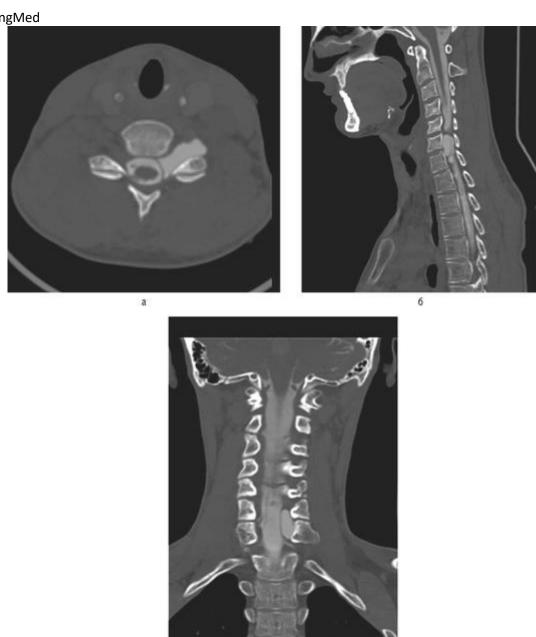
Спиральная компьютерная томографическая миелография шейного отдела позвоночника и спинного мозга. На серии КТ-миелограмм, представленных в аксиальной (а) проекции и при сагиттальной (б) и фронтальной (в) реформации, хорошо определяется посттравматическое менингоцеле на уровне С_{VI}-С_{VII} позвонков слева (как следствие травматического разрыва спинномозгового корешка)
